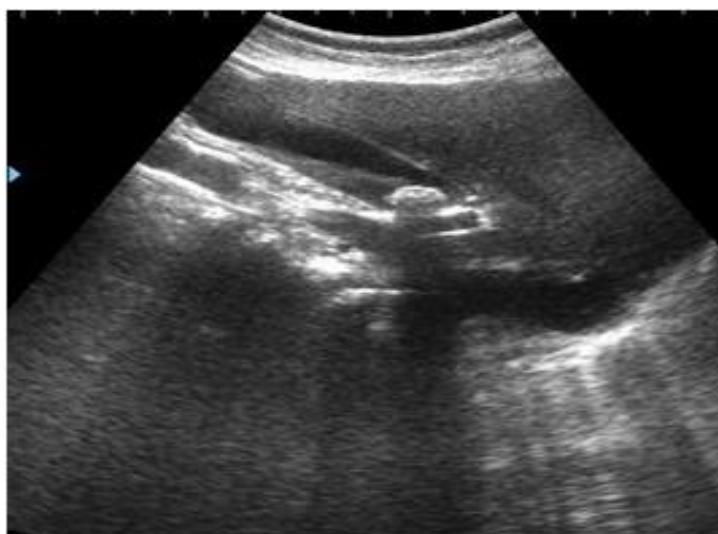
Больной А. УЗИ. Обтурационный калькулезный холецистит. Флегмона желчного пузыря. Местный перитонит.
